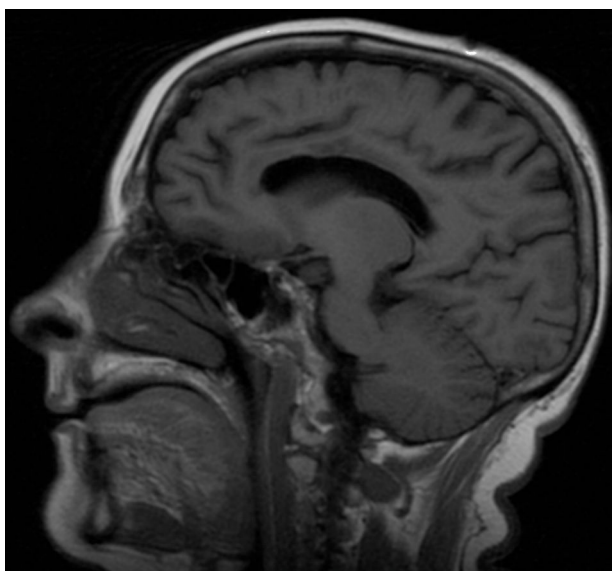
RM en corte sagital en secuencia FLAIR que muestra necrosis difusa y extensa de todo el cuerpo calloso.
